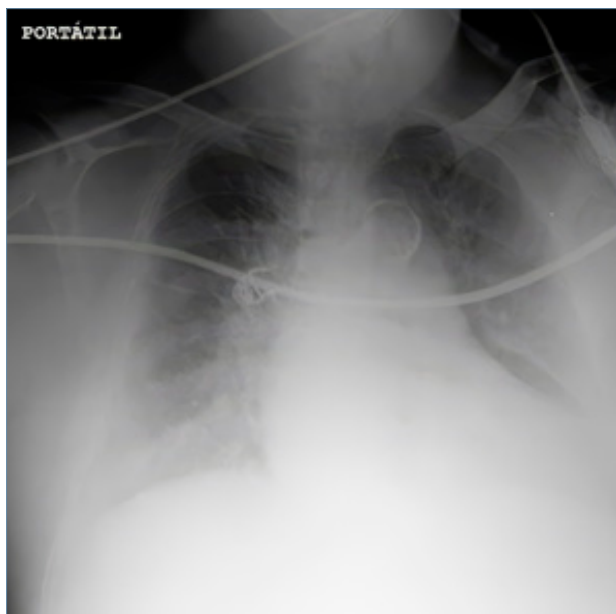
Radiografia tòrax simple portàtil feta AP en decúbit supí on s'observa un patró intersticial bilateral suggestiu d'edema agut de pulmó.
